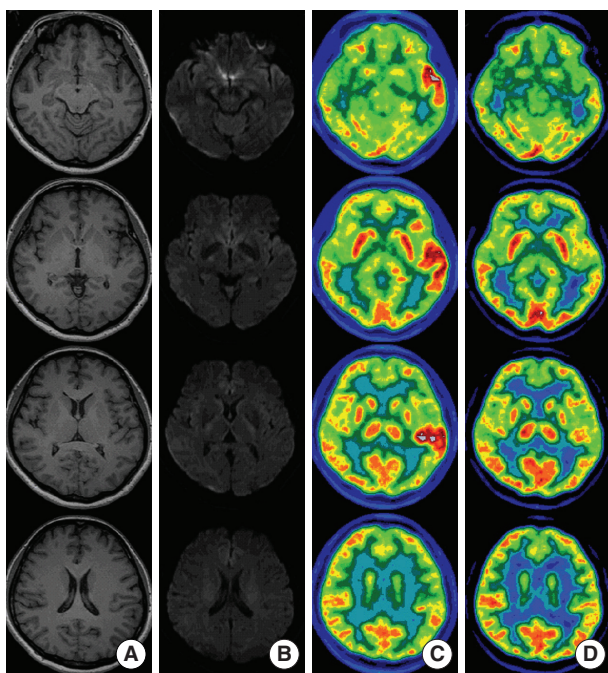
Brain MRI and  $^{18}\text{F}$ -FDG PET findings in patient. (A) T1-weighted and (B) diffusion weighted MR images showed no abnormal signal intensities. (C) Ictal  $^{18}\text{F}$ -FDG PET images revealed glucose hypermetabolism mainly in the left medial and superior temporal areas. (D) Follow-up  $^{18}\text{F}$ -FDG PET images showed the resolution of the hypermetabolism in the same areas as had been previously involved.
